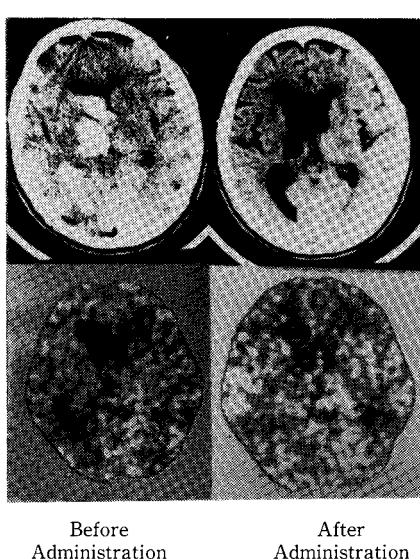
Case 8, 58 year-old man. A hematoma is noted in the left thalamus on a CT scan (Upper). A disturbance of will and spontaneity, and a hemiparesis on the right side remained after a stereotactic aspiration of the hematoma. Cerebral blood flow, reduced on both sides, did not increase at all after administration of the drug (Lower). However, the disturbance of will and spontaneity has improved, although the hemiparesis has not improved.
